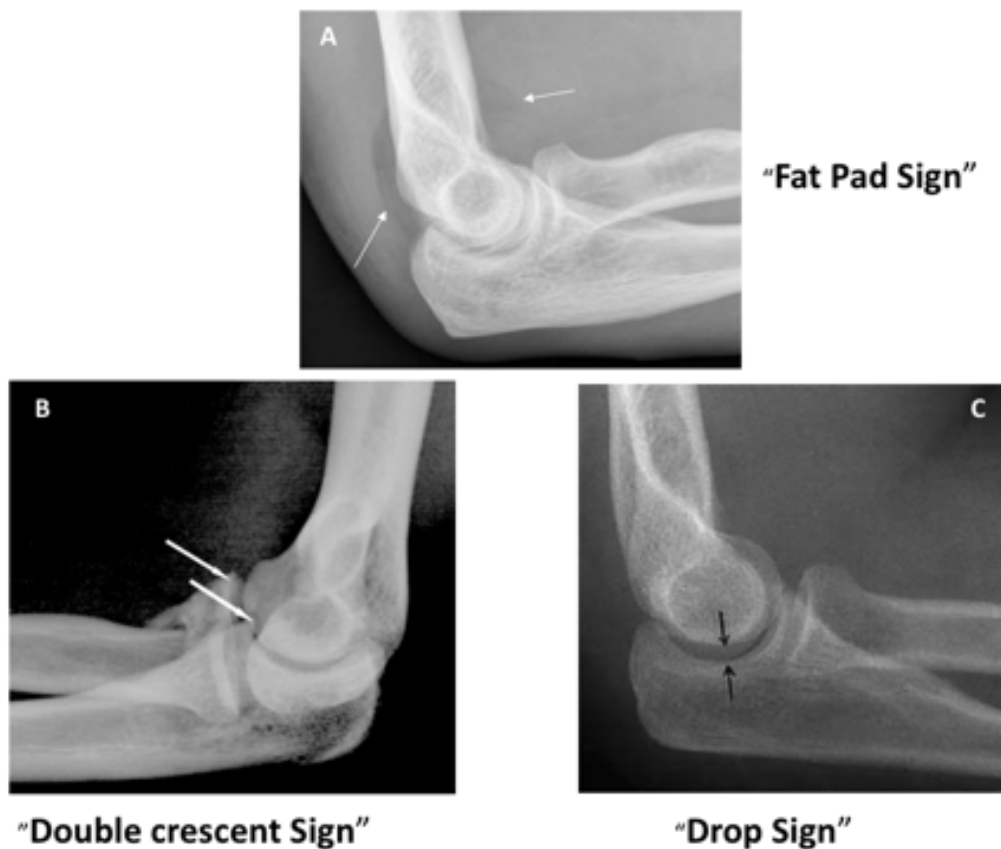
A.Radiografía lateral del codo donde se identifica el paquete graso posterior y desplazamiento del paquete graso anterior en relación a derrame articular (“Fat Pad Sign”). B.Radiografía en proyección lateral de codo con fractura anteromedial de coronoides donde se observa doble línea de la cortical marcada con flechas (“Double Crescent Sign”). C.Radiografía Lateral de codo con aumento de la distancia cubitohumeral consecuencia de la inestabilidad articular (“Drop Sign”)(25).
